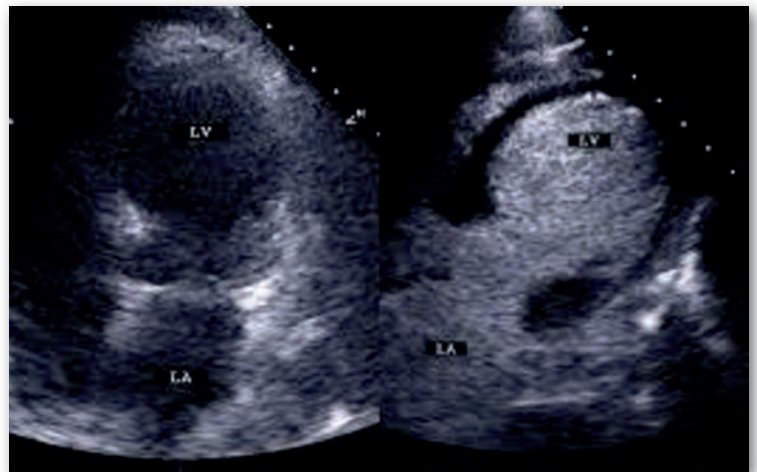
Aspect de ballonnisation apicale en télé-systole en échocardiographie avec et sans agent de contraste. Figure issue de l'article de Citro et al. J Am Soc Echocardiogr (4)
